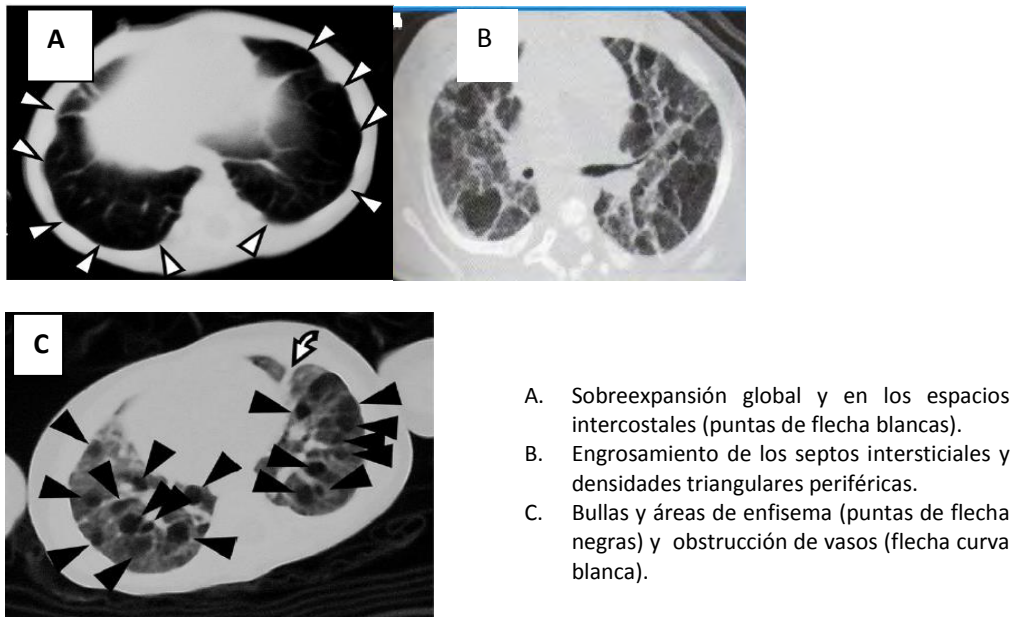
Imágenes de DBP mediante TAC torácico, con permiso de los autores ²²⁴.
